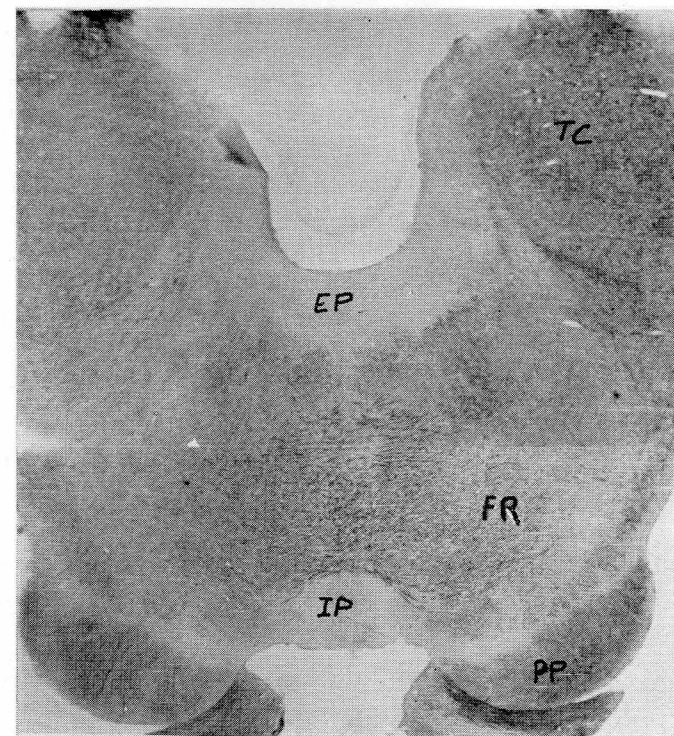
Corte correspondiente a la zona de descerebración mesencefálica típica. Se aprecian los pies pedunculares (PP), el núcleo interpeduncular (IP), zona yuxtaependimaria (EP), tubérculos cuadrigéminos (TC) y formación reticular (FR).
